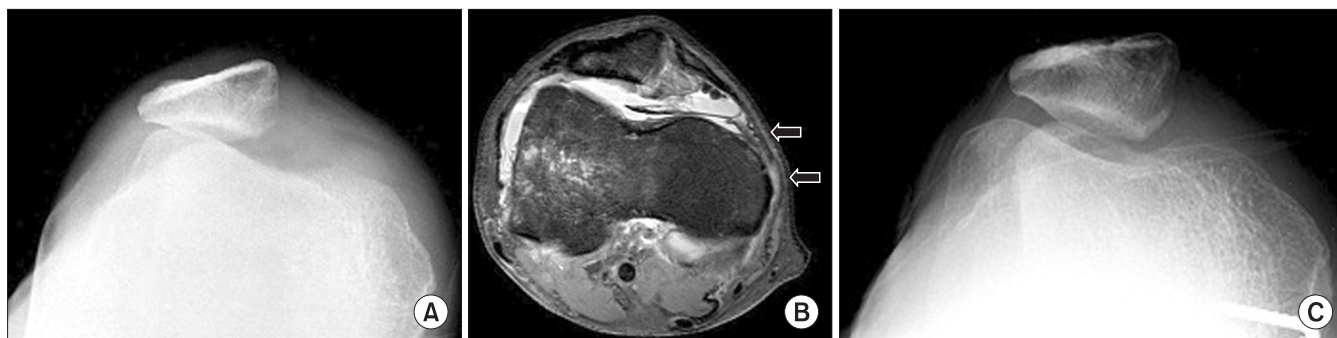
A 44-year-old male slipped down and the patella was dislocated 1 month ago. (A) Pre-operative Merchant view: patella tilted laterally. (B) Pre-operative MR image: medial patella-femoral ligament is detached from its femoral insertion (white arrows). (C) Post-operative 8 months Merchant view: patella is reduced in the trochlear groove.
